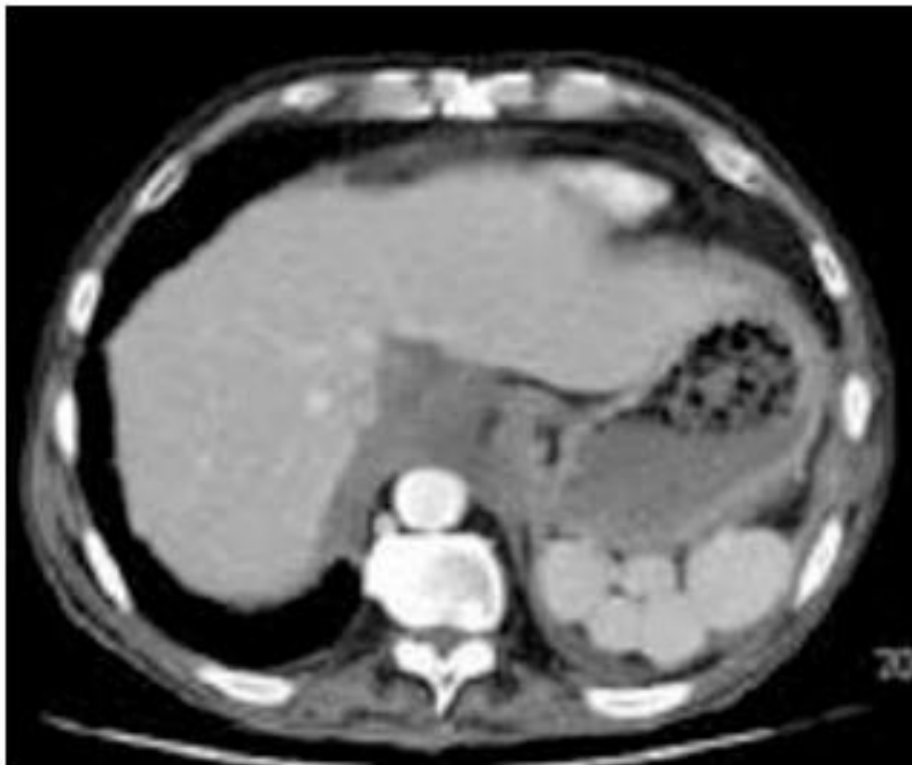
TDM : multiples rates en rapport avec un syndrome de polysplénie(3)
